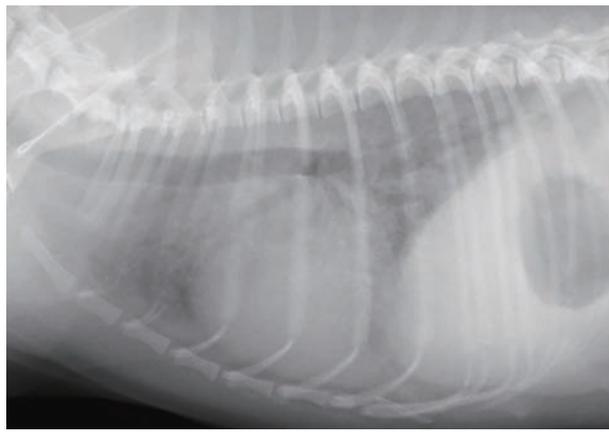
表2-症例4の胸部X線画像所見。肺野のびまん性浸潤影を認めた。CRP0.05mg/dL。ただちに酸素加冷温ICU管理を行ったが、予後不良と判断し在宅酸素療法に移行したが翌日死亡した。心不全や胸腔外に原発腫瘍を認めず、非心原性肺水腫と診断した
